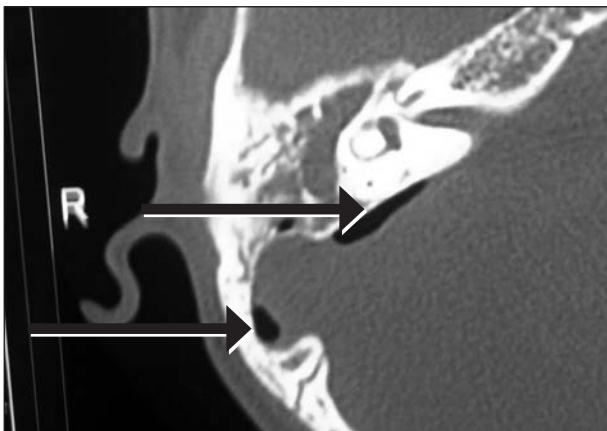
TC peñasco: aire en fosa craneal media.
